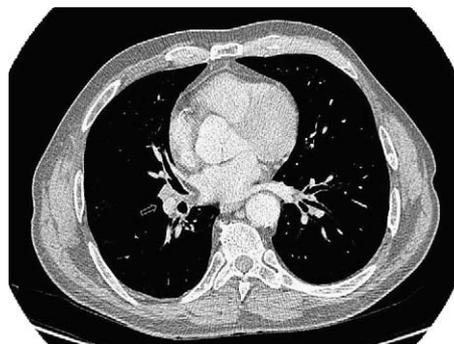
Adenopatía en hilio lobular inferior derecho, posteriormente identificada durante la cirugía. Es posible que se corresponda con la zona de actividad aumentada que menciona el resultado de la tomografía por emisión de positrones.
